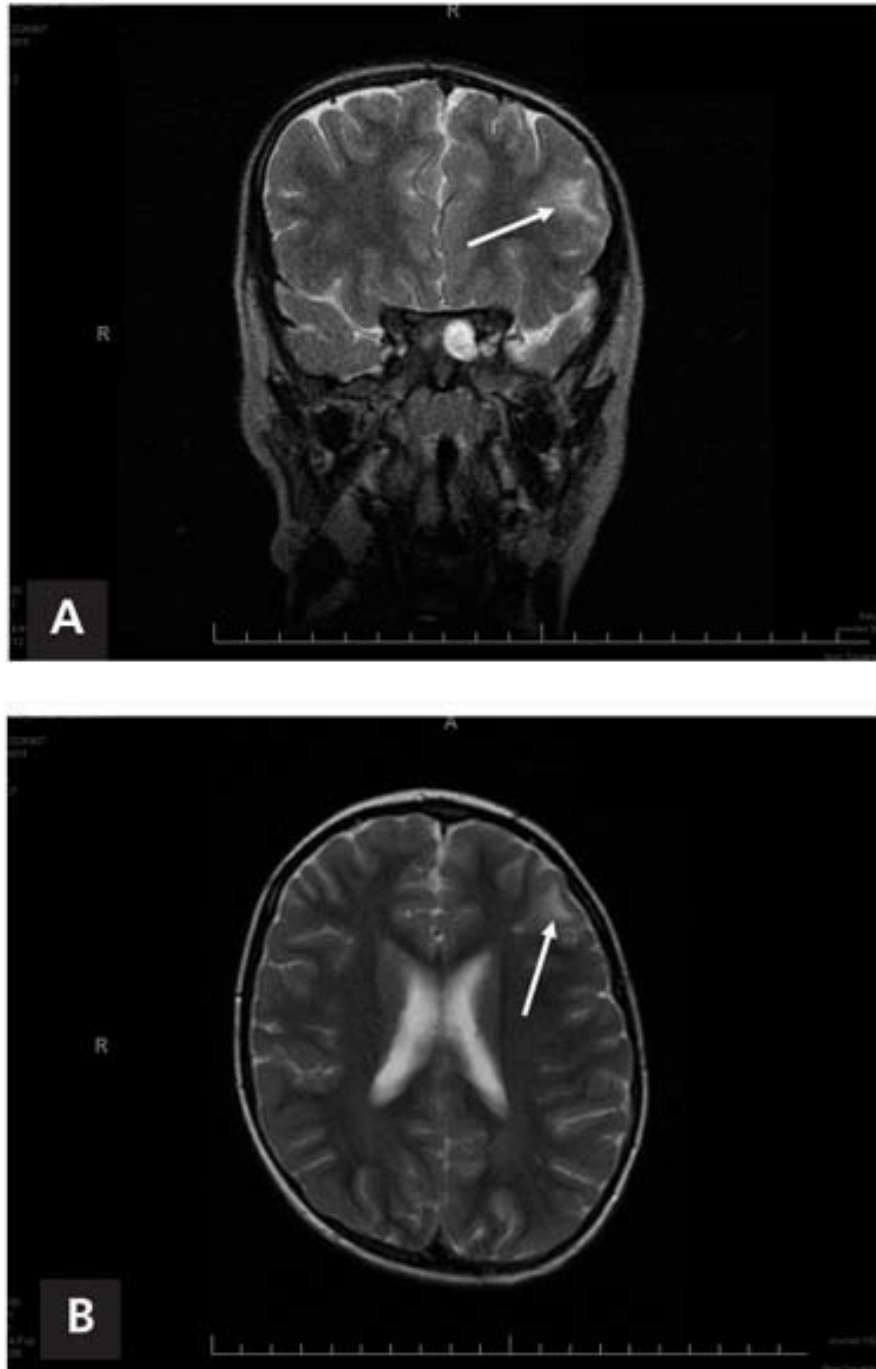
Resonancia magnética de un niño con crisis parciales complejas con origen en el lóbulo frontal. La RM muestra displasia del lóbulo frontal (*flechas*) en los cortes coronal (A) y axial (B).
